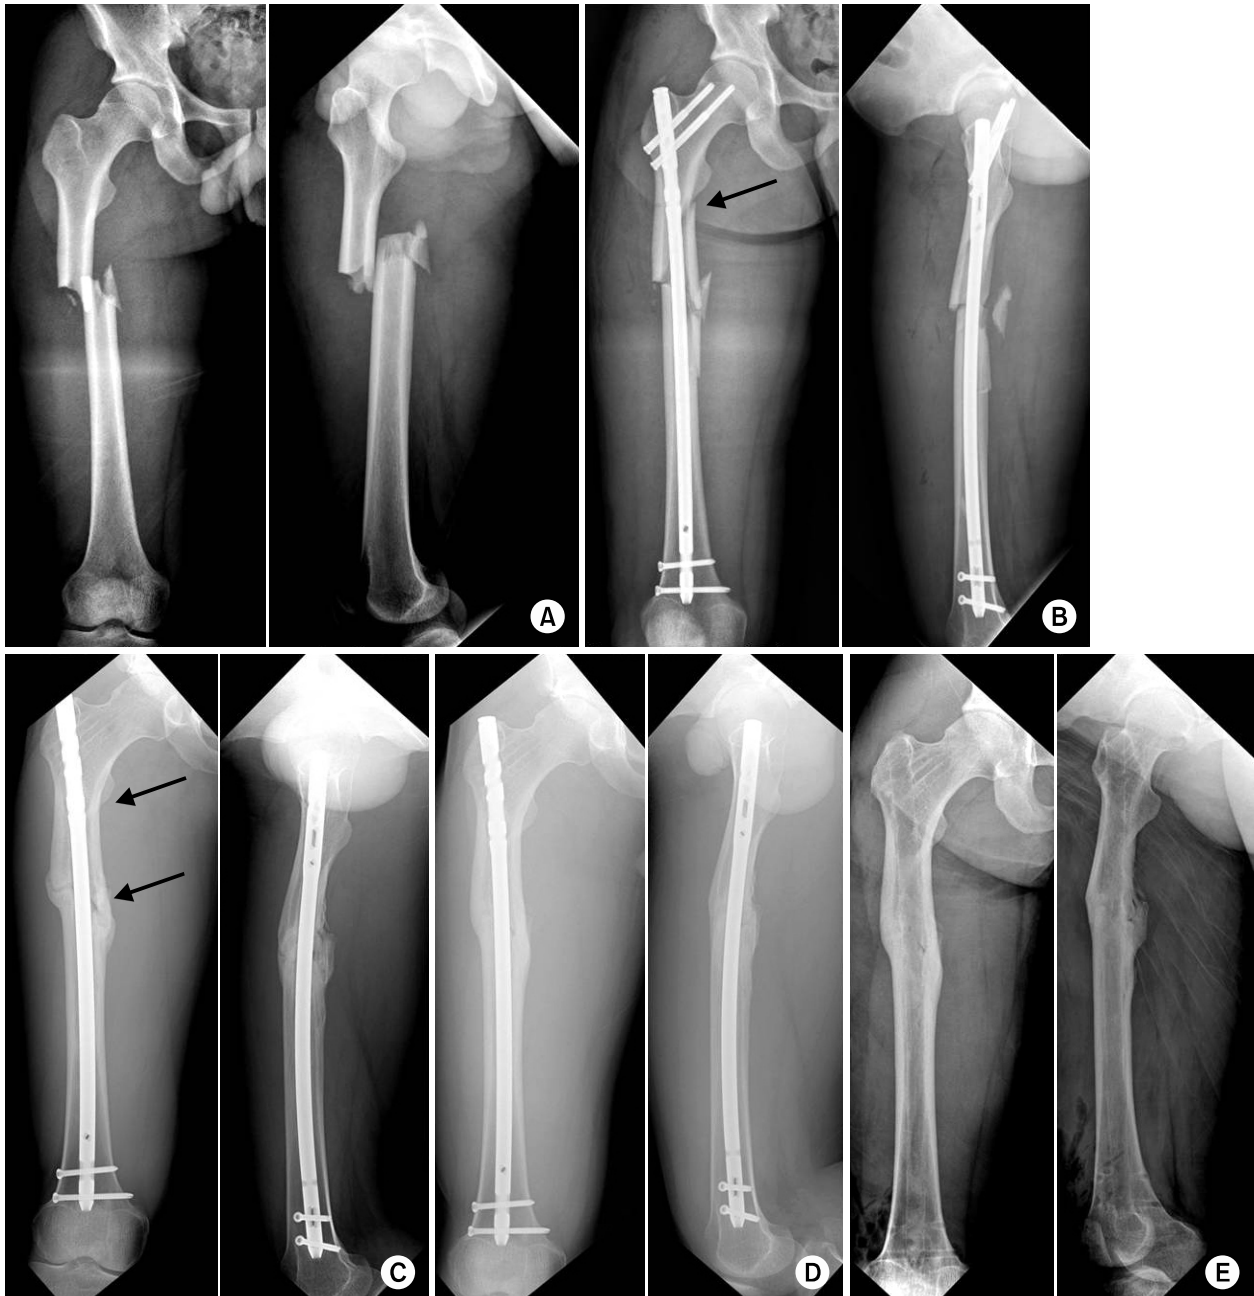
(A) Anteroposterior and lateral radiograph of a 21-year-old male who received a femur midshaft fracture in a traffic accident. (B) Postoperative radiograph: iatrogenic fracture (arrow) during closed nailing of the femoral shaft fracture via the trochanteric tip. (C) Anteroposterior and lateral radiographs of femoral diaphyseal nonunion after 4 months. Nail dynamization was performed, femoral diaphyseal nonunion (arrows). (D) Bone union observed on radiographs taken 2 years after operation. (E) After implant removal.
